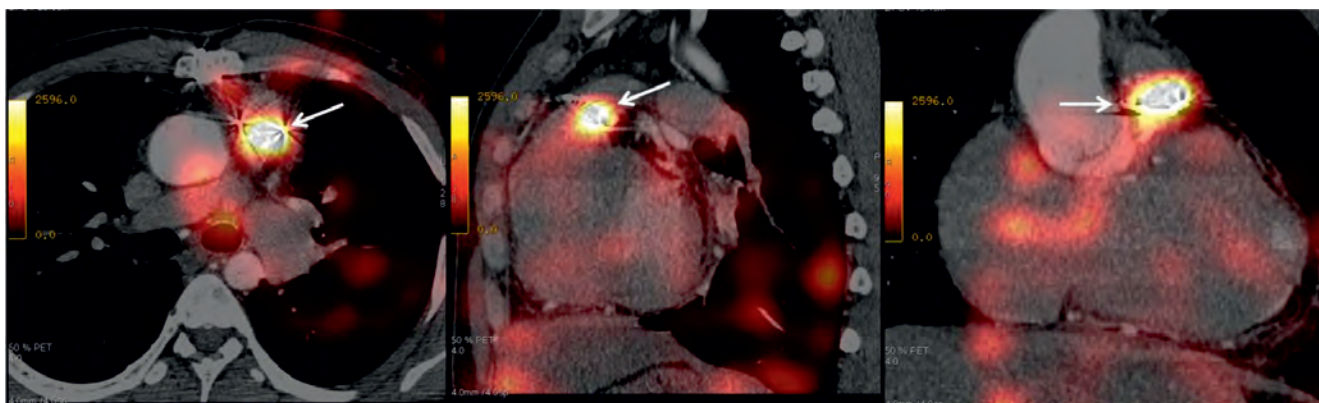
Поражение протезированного клапана легочной артерии. Однофотонная эмиссионная компьютерная томография с <sup>99m</sup>Tc-HMPAO-лейкоцитами
